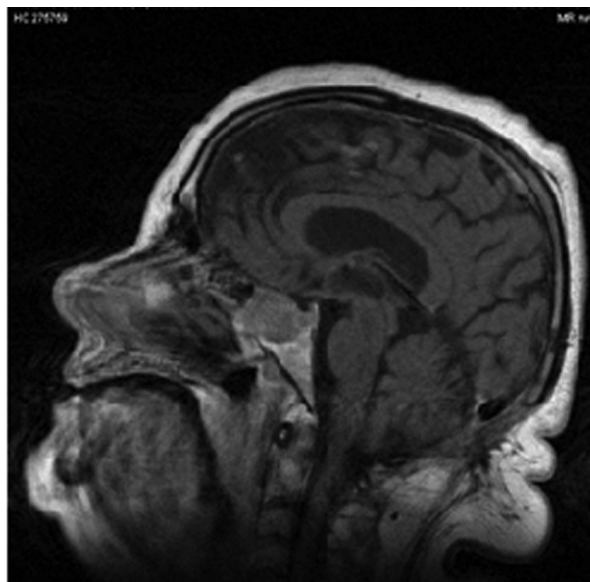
Caso 1: RMN de cerebro, corte sagital. Macroadenoma hipofisario con crecimiento supraselar e invasión del seno esfenoidal.
